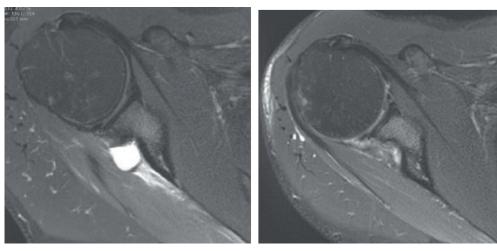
Contrôle IRM T2 axiale transverse à 3 mois de la fermeture endoscopique d'un kyste paralabral (préopératoire à gauche). À noter à ce délai l'absence de disparition de l'hypersignal musculaire œdémateux.
